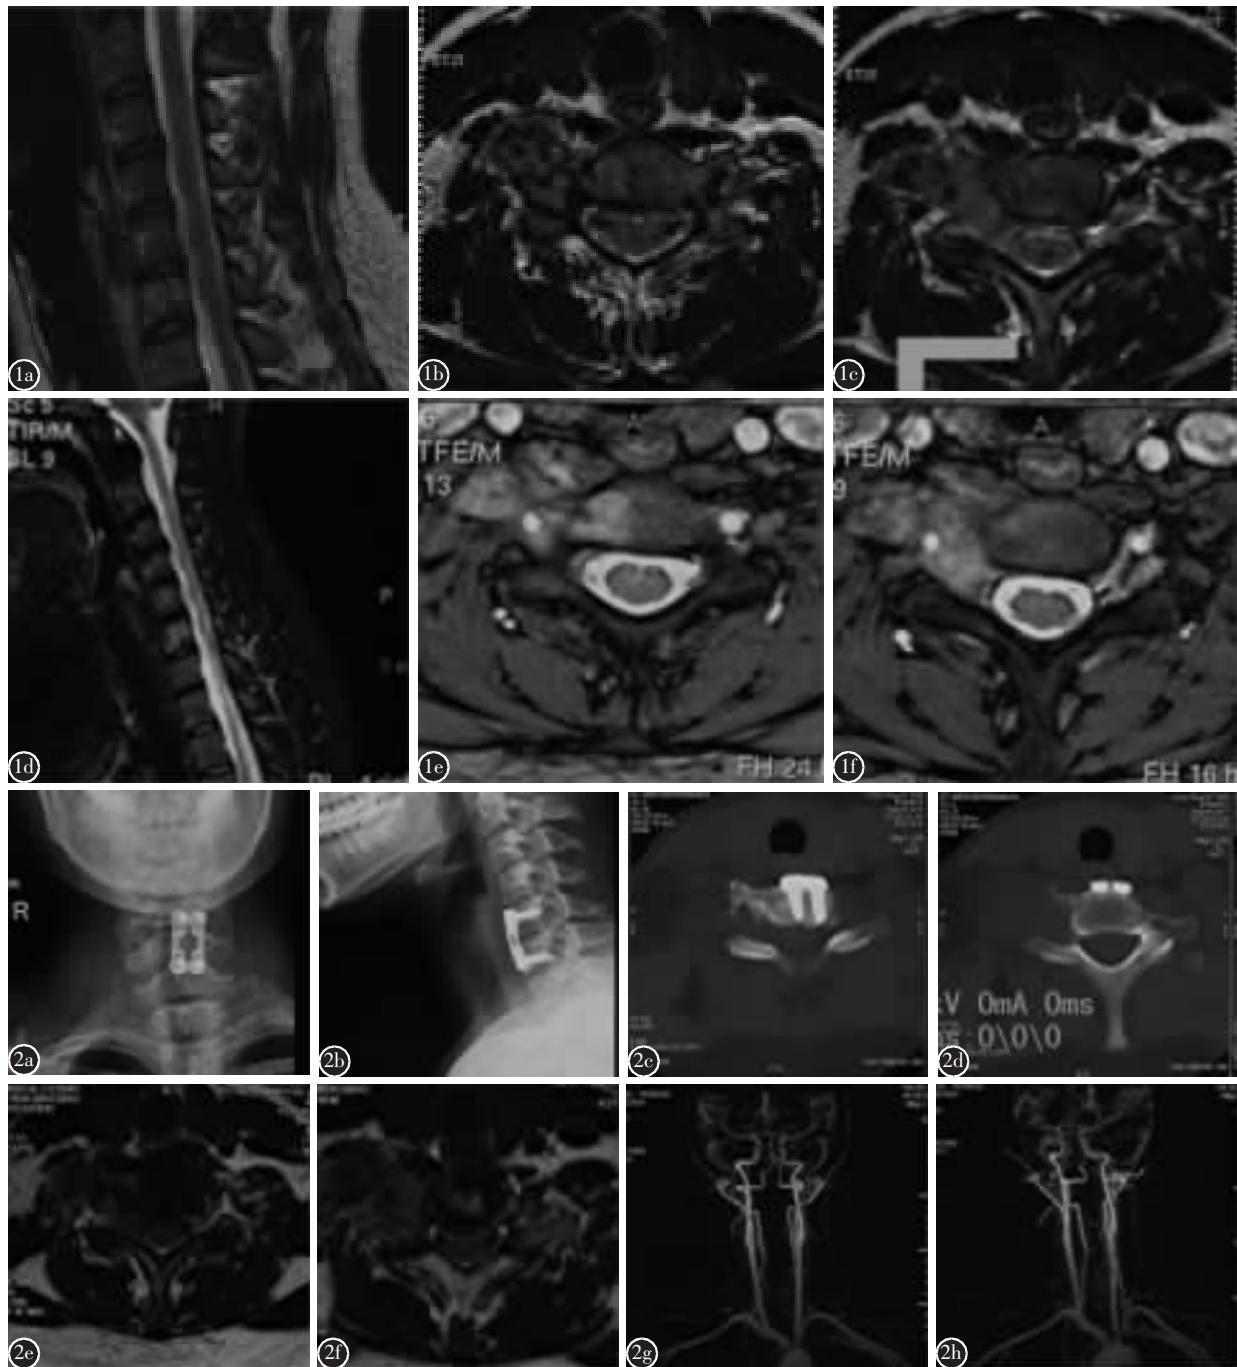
2015年7月第一次手术前MRI平扫T2WI(a-c)及增强扫描(d-f)图像示C6椎体右侧信号改变(b,e);右侧横突孔破坏,C6/7椎间孔及椎旁占位,椎动脉被病变组织包绕(c,f) 图2 第二次术前影像 a,b 颈椎正侧位X线片示C5/6术后 c 颈椎CT示C6/7椎间孔扩大 d 颈椎CT示C6椎右侧横突骨质破坏 e,f 颈椎MRI T2WI轴位像示C6右侧横突病变和椎间孔病变,范围较前轻微扩大,肿块包围右侧椎动脉 g,h 颈部MRA示右侧椎动脉无压迫
